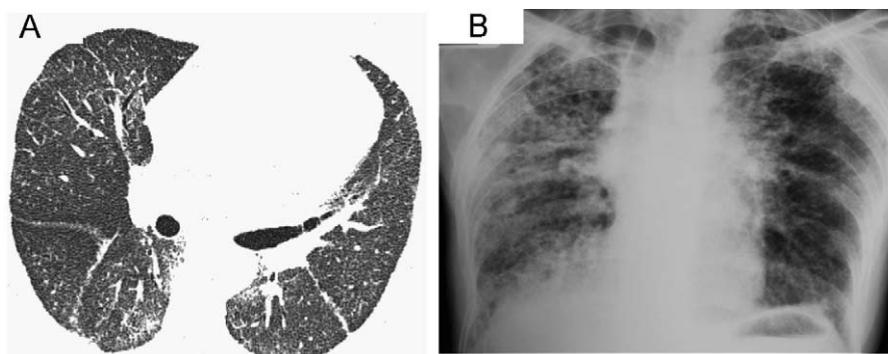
La tomografía computarizada de alta resolución (A) muestra una imagen discreta y difusa de vidrio deslustrado, así como opacidades reticulares periféricas y en parche. No se aprecia panal de abeja. La radiografía de tórax (B) demostró disminución de los volúmenes pulmonares e infiltrados reticulonodulares de predominio apical, así como panal de abeja periférico y bibasal con ensanchamiento de la arteria pulmonar.
